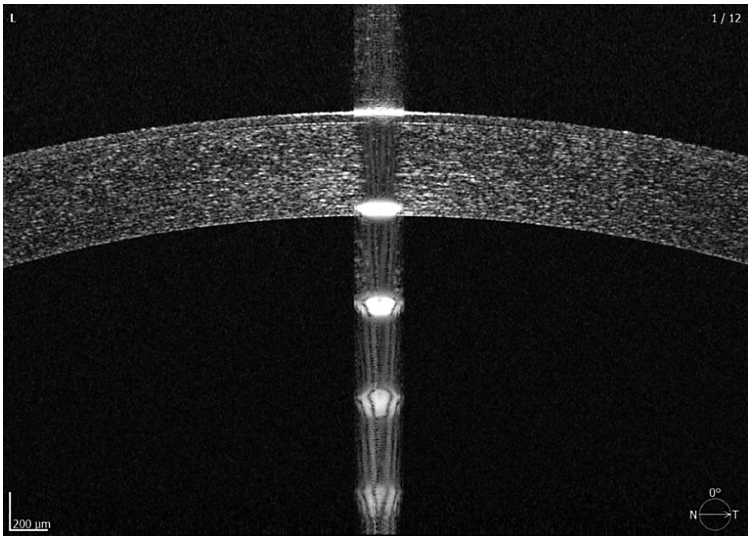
Anterior segment optical coherence tomography (OCT) image depicting a healthy cornea
